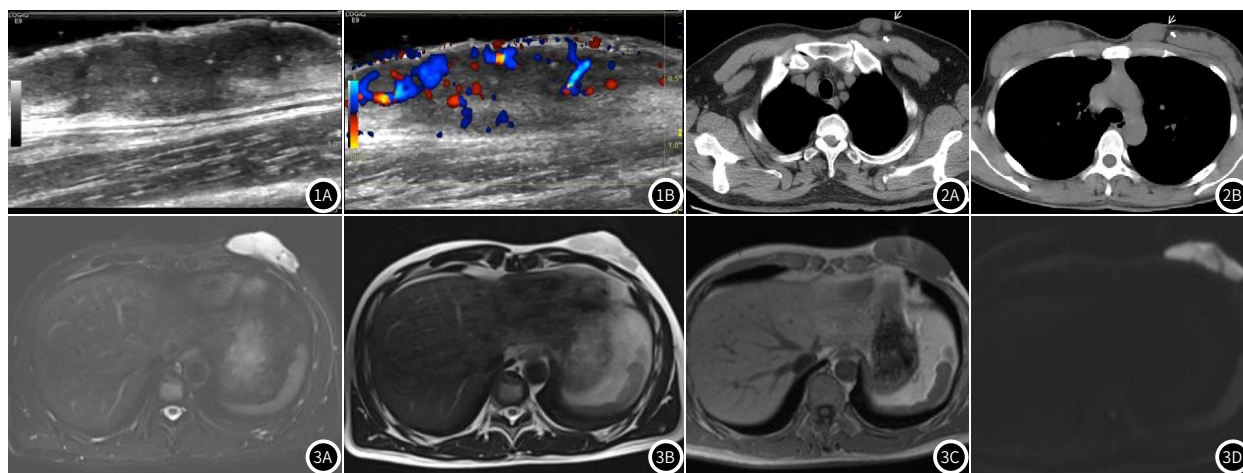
图1B 3岁女童, 发现左小腿后外侧包块2年, 无痛进行性增大; 超声探查皮下低回声包块, 边界欠清晰, 内可见数处点状强回声, 与深部肌肉分界清晰, CDFI可见较丰富点片状血流信号。
